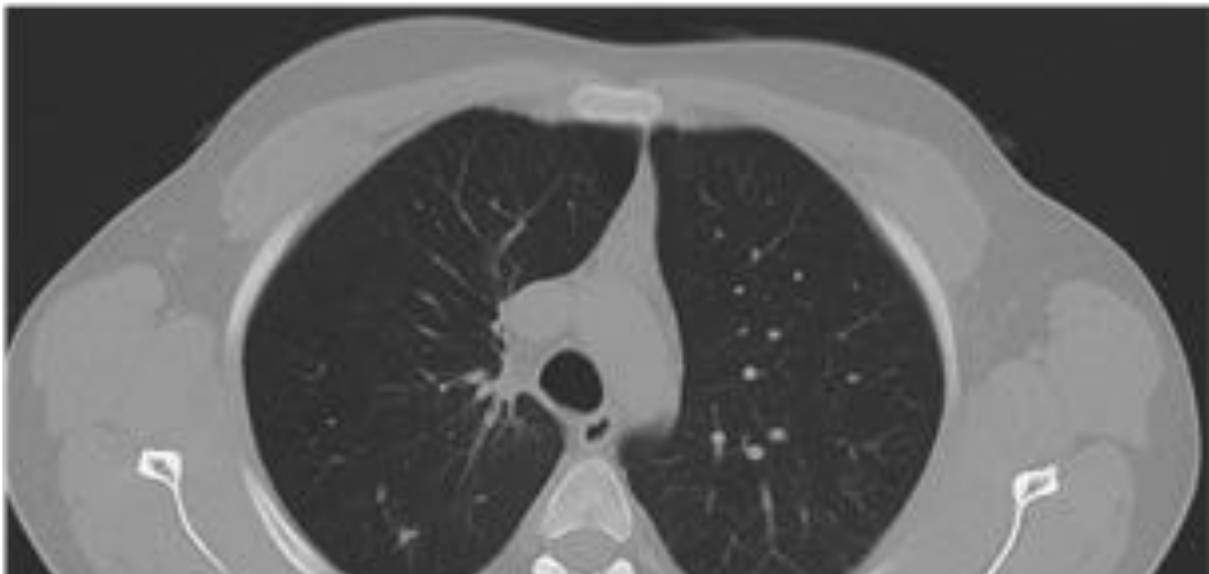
Hemangioma mediastínico Arriba: MPR grueso que muestra refuerzo de la banda paratraqueal, sin efecto de masa significativo. Abajo: Representación coronal de TC donde se aprecia lesión moderadamente realzante ocupando la "zona ácigos "
